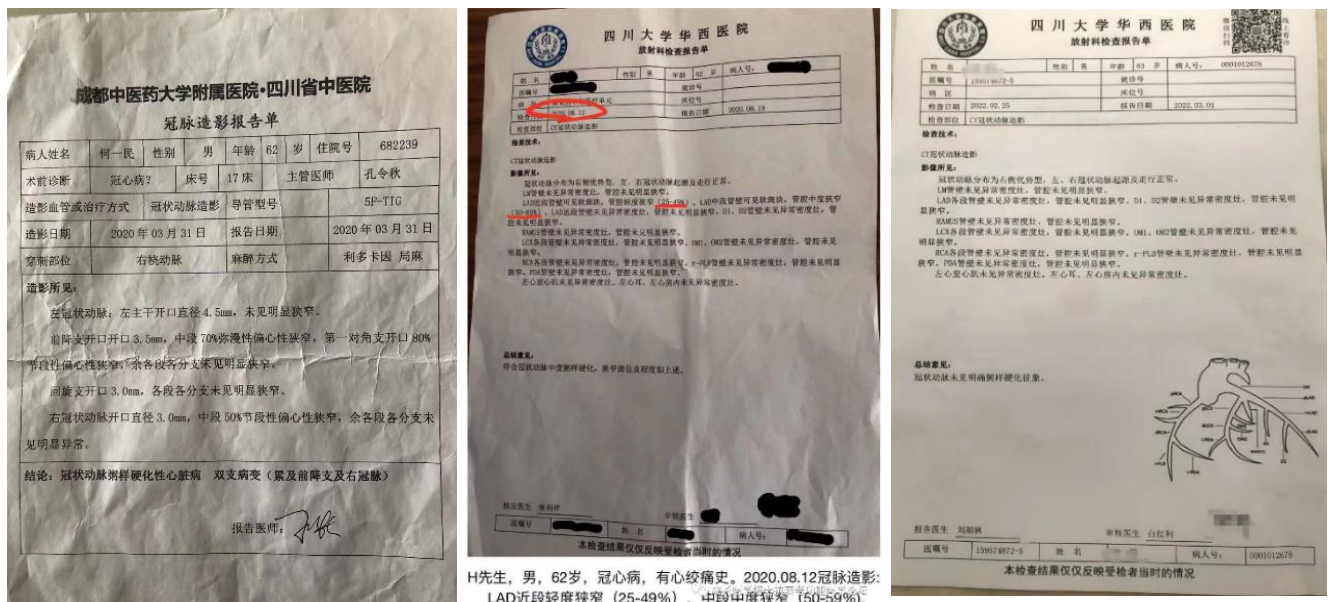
Computertomographie-Angiographie (CTA) Untersuchungen der Koronararterien.
